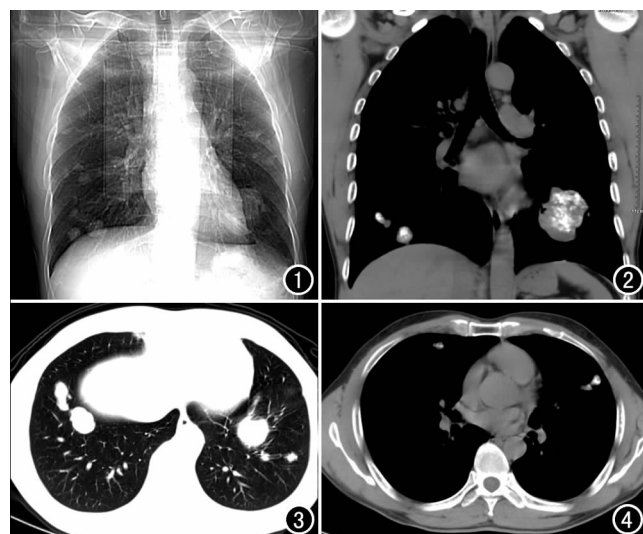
CT 定位像示肺内多发团块、结节影, 以中下肺野较多。图 2 冠状面图像(纵隔窗)示双肺内团块及结节样病灶, 其内有不同比例的钙化(或骨化)。图 3 横轴面图像(肺窗)示双肺内病灶大小不等, 边缘欠规则, 可见分叶征。图 4 横轴面图像(纵隔窗)示较小病灶内亦见钙化(或骨化)成份。
